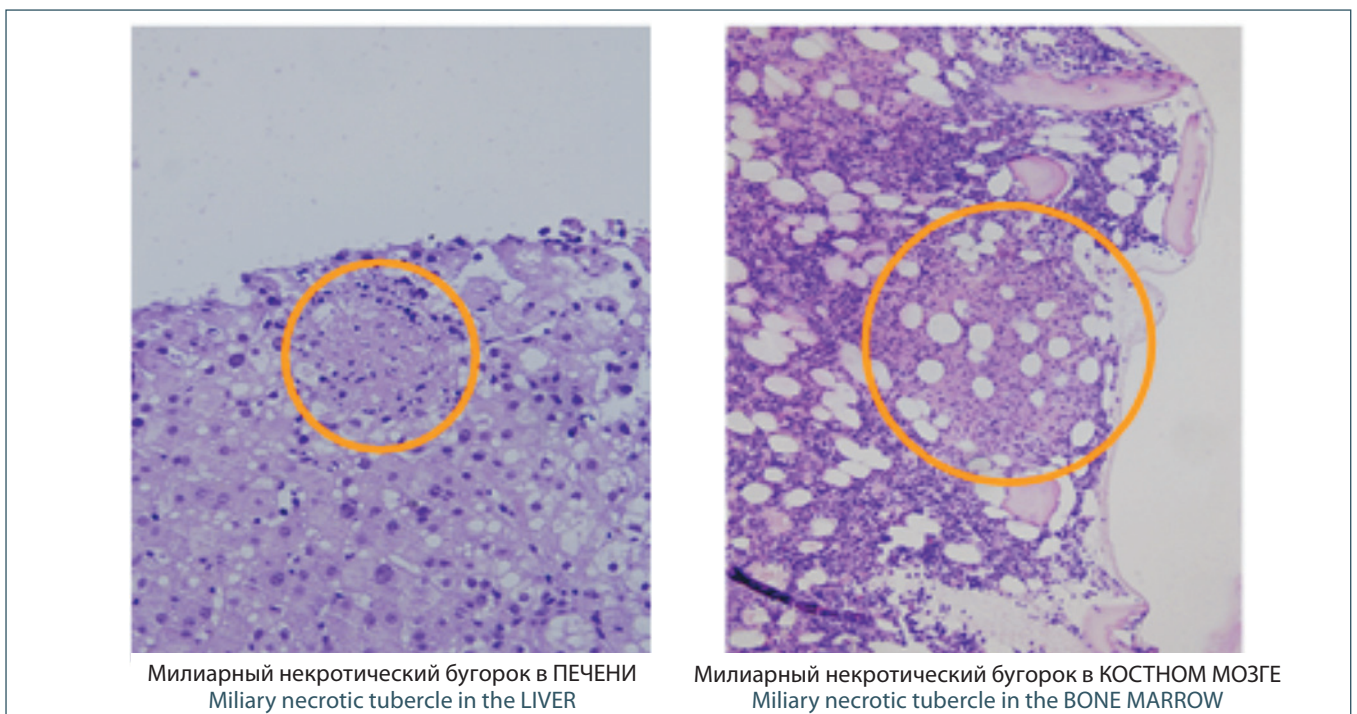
Микобактериоз, вызванный нетуберкулезными микобактериями, клинически протекающий по типу тифобациллез Ландузи. Микроскопическое исследование ткани печени и костного мозга (окраска гематоксилином и эозином, $\times 400$): гранулематозное некротическое воспаление (фото Ю.Р. Зюзу)
